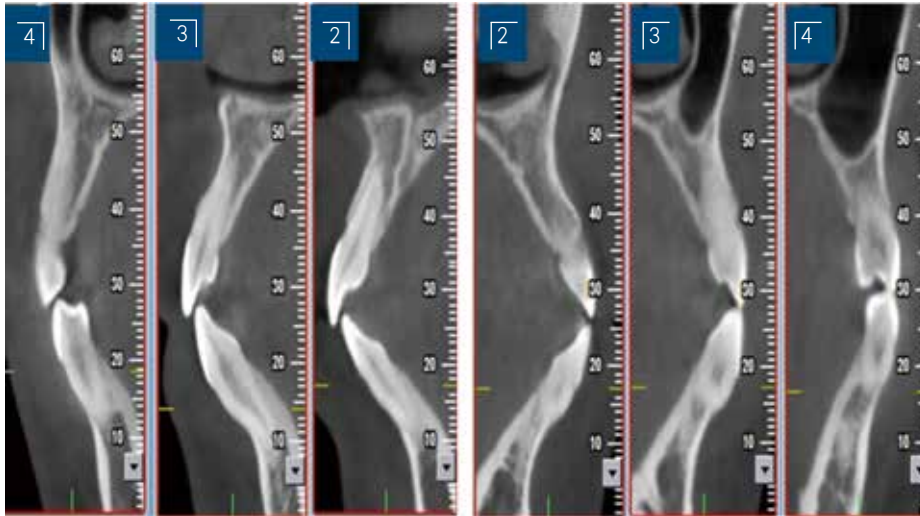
锥形束计算机断层扫描 (CBCT) 显示 4-2|2-4唇侧牙槽骨开窗
